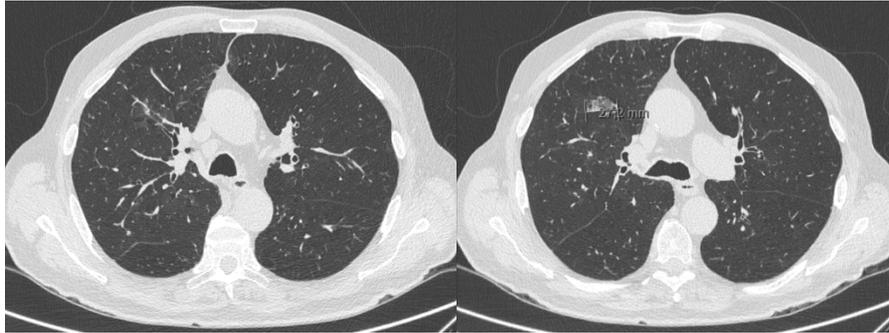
TAC torácica agosto de 2022: “mantem-se espessamento difuso das paredes brônquicas predominando nos lobos inferiores. Há discretas bronquiectasias no lobo médio e lobo inferior direito. Visualizam-se também algumas áreas de impactação mucóide endobrônquica. No lobo superior direito visualiza-se área de densificação em vidro despolido adjacente a área de enfisema centrilobular, com 27mm de extensão, não evidente no exame prévio”.
